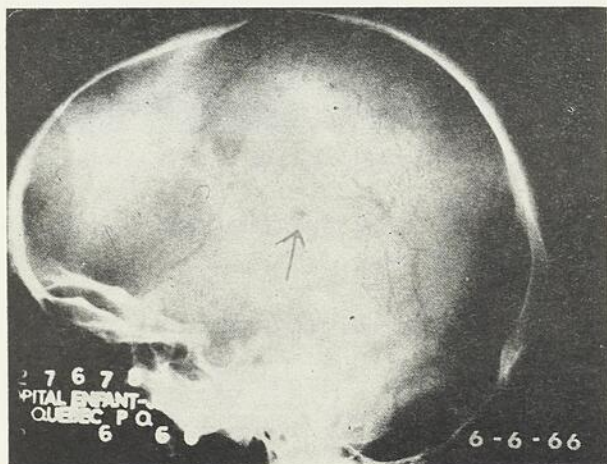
Radiographie du crâne, le 6 juin 1966.
